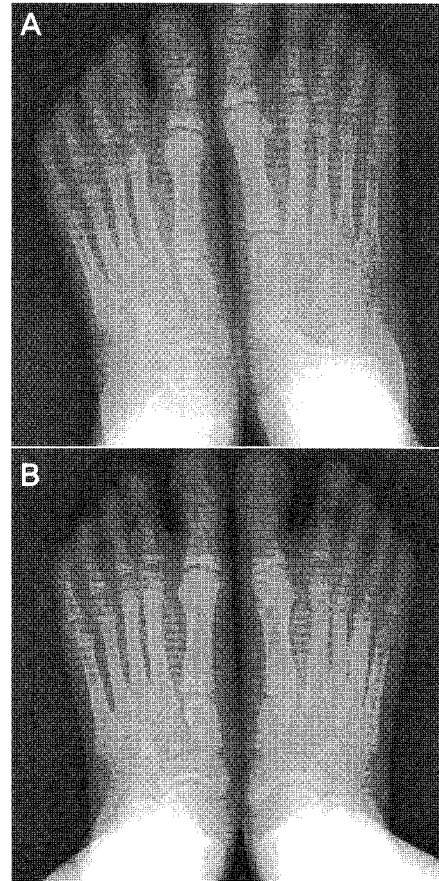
(A) Anteroposterior preoperative x-ray in standing position. (B) Anteroposterior postoperative x-ray in standing position.
